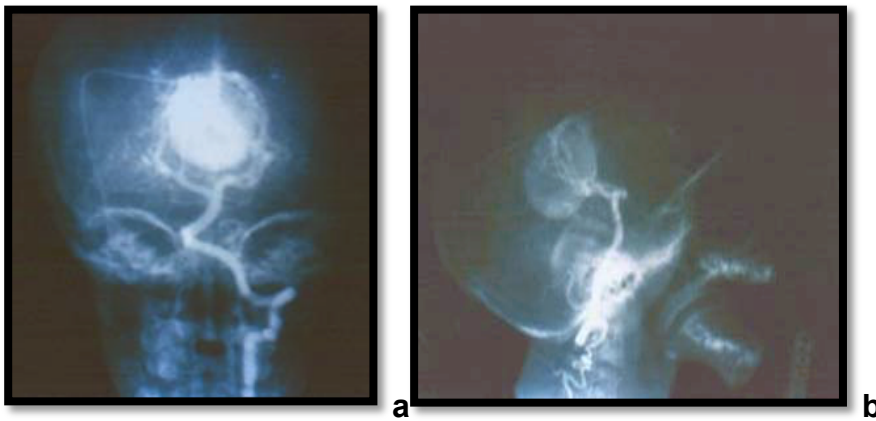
Proyecciones frontal y lateral de la Angiografía Vertebral del paciente anterior realizada posterior a la ecografía Doppler. Se observan vasos perforantes del segmento mesencefálico de la Arteria Cerebral Posterior y ambas coroideas posteriores internas que establecen fístula directa con la Vena de Galeno dilatada que tiene una imagen de adición de forma caruncular. En la angiografía carótidea (no mostrada) hay dilatación y elongación de la pericallosa izquierda, el territorio carotideo derecho no participa directamente de la malformación.
